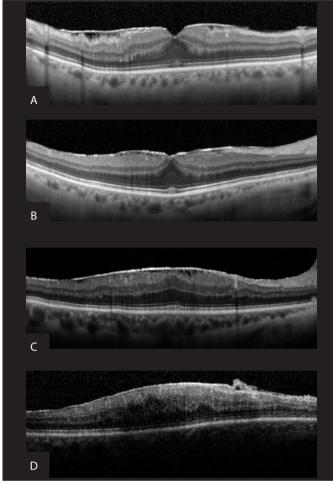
Tomografía de coherencia óptica. A. Estadio 1: membrana epirretiniana con depresión foveal presente. Estructuras morfológicas intrarretinianas no alteradas. B. Estadio 2: aumento de tracción, ausencia de depresión foveal, capa nuclear externa estirada hacia la membrana limitante interna. C. Estadio 3: arquitectura retiniana transformada con la aparición de capas foveales internas ectópicas, bien definidas e identificadas, que cruzan anómalamente y ocupan el lugar anatómico de la depresión foveal. D. Estadio 4: presencia de capas foveales internas ectópicas mal definidas, imprecisas y desestructuradas.
